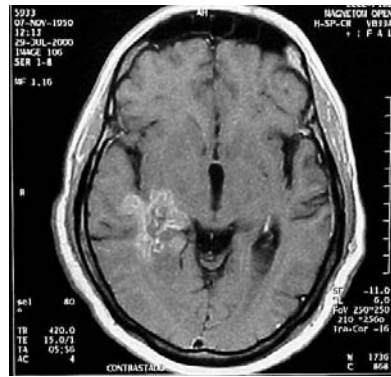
RM cerebral T1 con Gadolinium prequirúrgica. Caso N° 1
